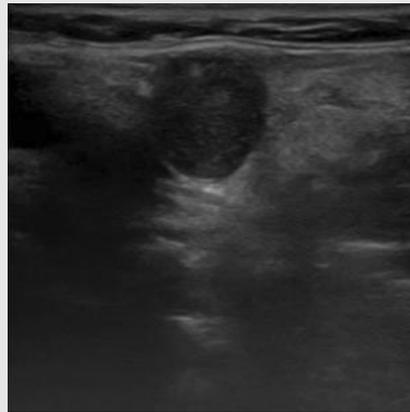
Well-defined border, round shape, hypoechoic and relatively homogenous lesion was seen in ultrasonographic image.
